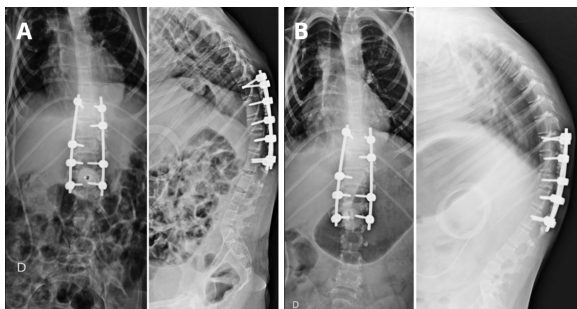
Radiografias de controle pós-operatório em incidências anteroposterior e perfil. (A) Exames realizados com 1 mês de pós-operatório, demonstrando manutenção do alinhamento toracolombar e adequado posicionamento da instrumentação posterior. (B) Exames com 2 meses de pós-operatório, evidenciando manutenção da estabilidade da artrodese, sem sinais de falha do material de síntese ou perda da correção cirúrgica.
